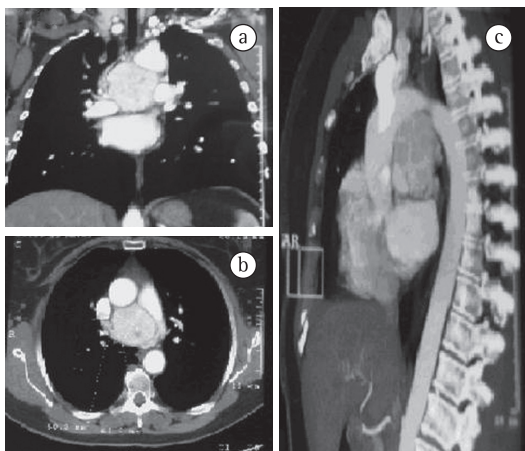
TC de tórax com contraste. Em a, corte coronal; em b, corte axial e em c, corte sagital. Nota-se a massa bem delimitada no mediastino médio, próxima à artéria pulmonar direita e ao arco aórtico.
